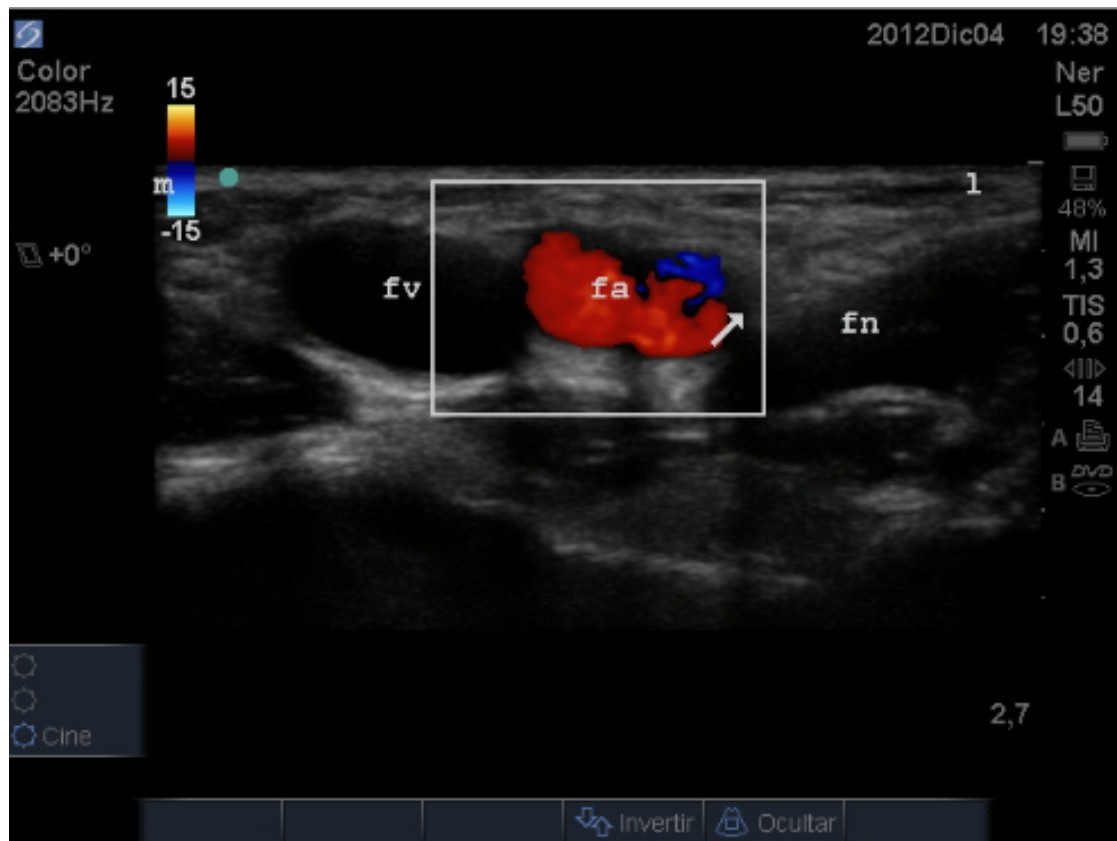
Imagen ecográfica del bloqueo femoral con color doppler. Medial (m), lateral (l), vena femoral (fv), arteria femoral (fa) no bifurcada aún, nervio femoral (fn) señalado por la flecha.
